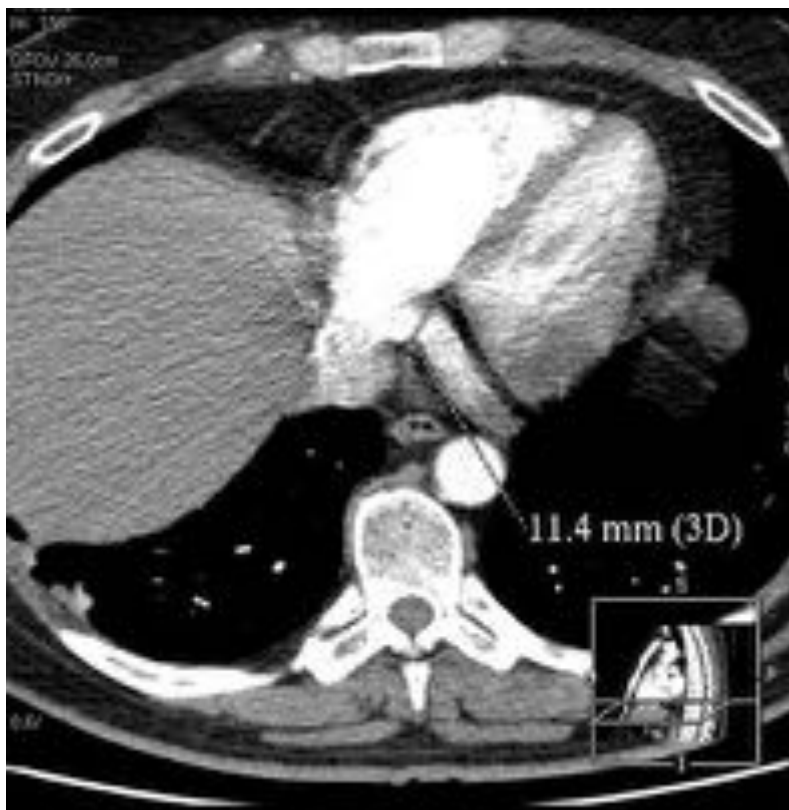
Imagen de Tomografía Computarizada de arterias pulmonares con medida del seno coronario.
